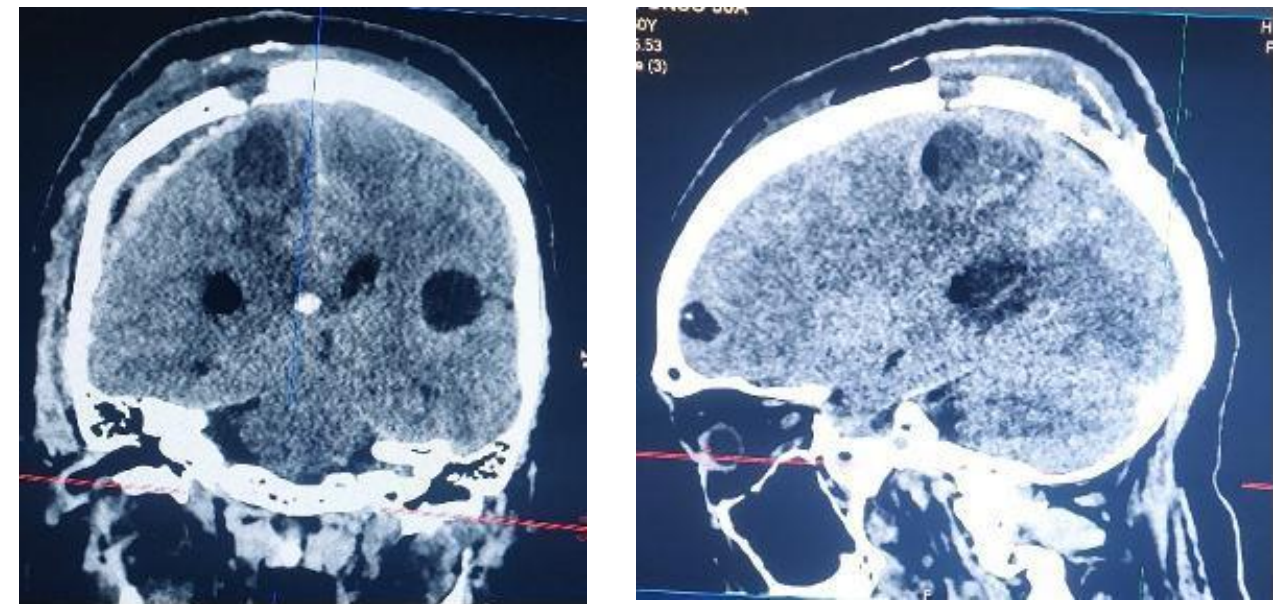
Y 7: CORTES CORONAL Y SAGITAL RESPECTIVAMENTE A NIVEL DE LECHOS OPERATORIOS POSRESECCIÓN DE QUISTES.
